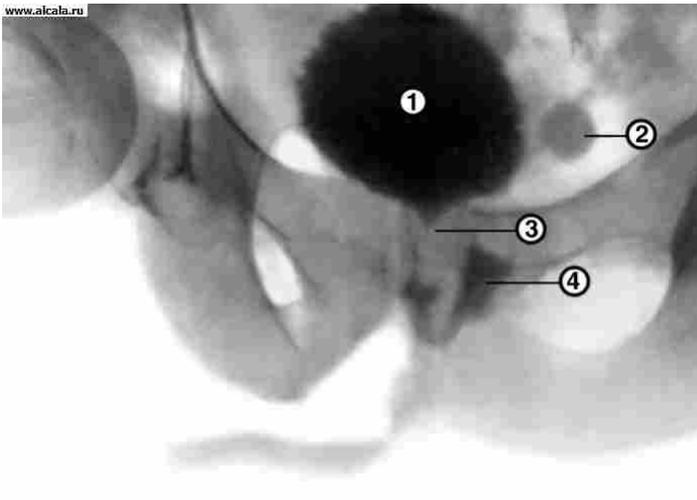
Микционная цистоуретрограмма при кавернозном туберкулезе предстательной железы: 1 – мочевого пузыря; 2 – дивертикул мочевого пузыря; 3 – суженная предстательная часть мочеиспускательного канала; 4 – очаги деструкции (каверны) в предстательной железе, заполненные рентгеноконтрастным веществом.
